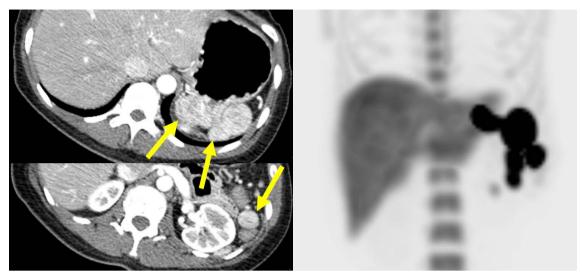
Splenectomy를 시행 받은 49세 환자에서 발견된 splenosis의 증례로, 좌측 조영 증강 CT 상에서 spleen이 있었던 부위에 spleen과 유사한 조영 증강을 보이는 병변들이 다수 보인다(화살표). 우측 ^{99m}Tc heat-damaged RBC scintigraphy 상에서, CT 상 보였던 병변들이 uptake를 보이는 것을 확인할 수 있다.
